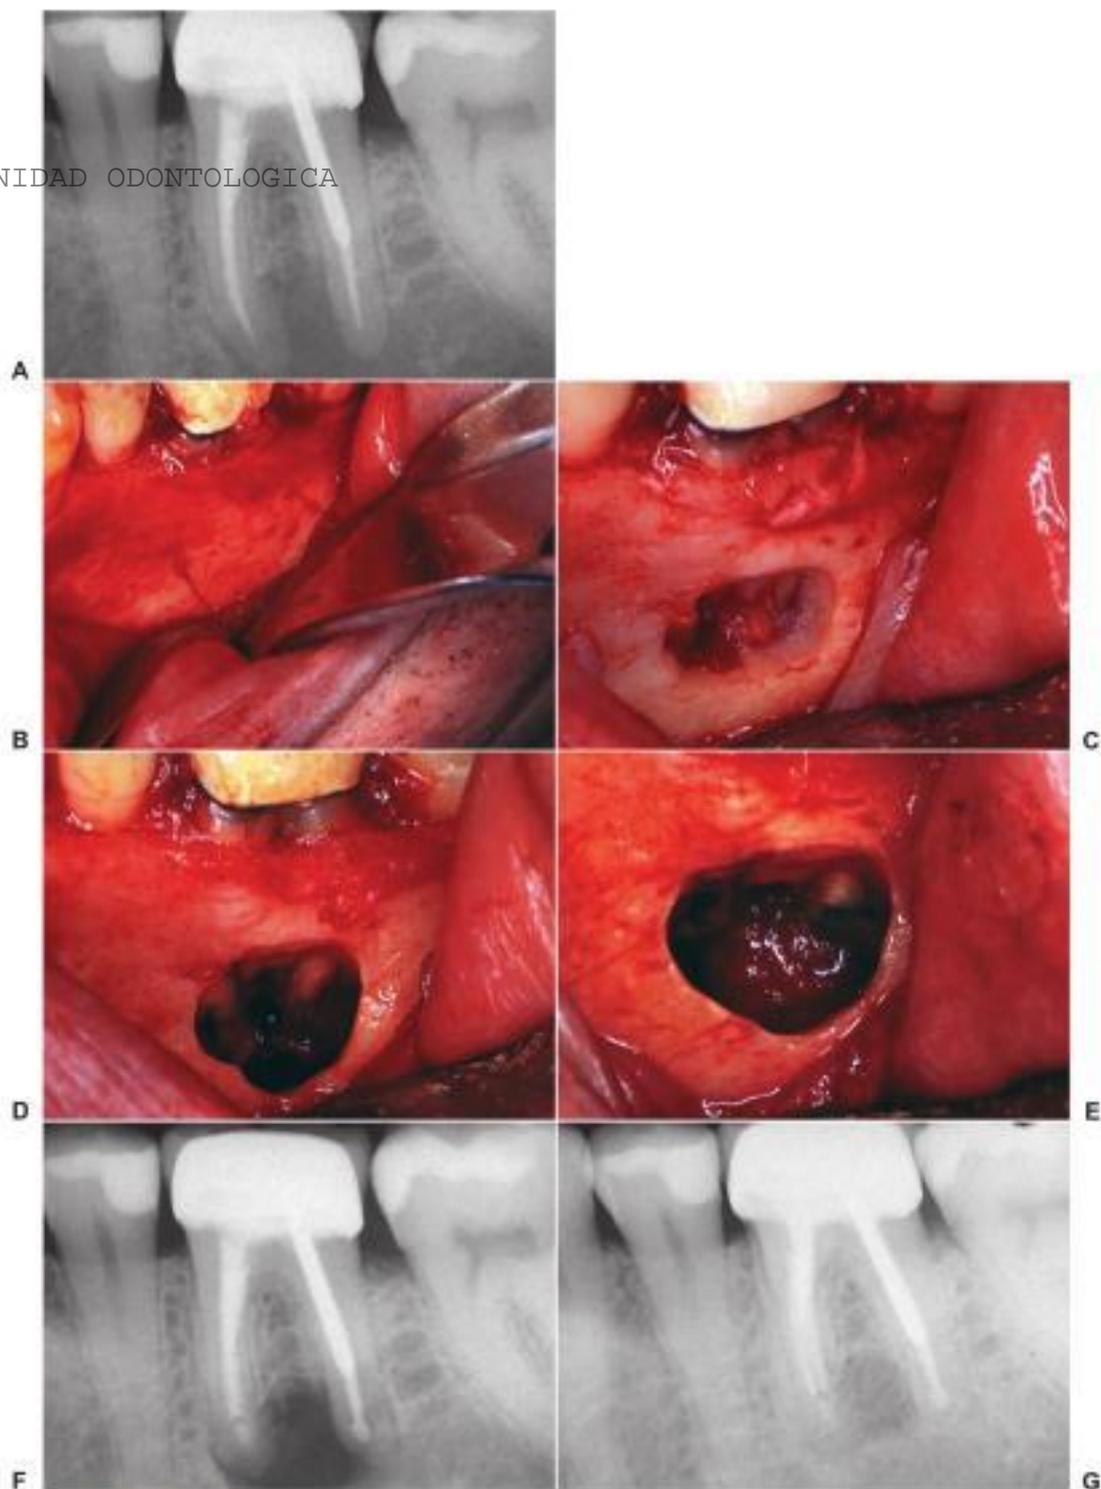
A, La radiografía preoperatoria muestra un cuadro patológico periapical que puede ser tratado con cirugía apical. B, Colgajo mucoperiostico de espesor total para exponer el borde lateral de la mandíbula. Como suele suceder, no se aprecia una perforación ósea evidente. C, Remoción cuidadosa del hueso bucal grueso para exponer la porción apical. D, Exposición del tercio apical después de la resección radicular. E, Se practica la resección de las dos raíces y se coloca un sellado de agregado trióxido mineral después de la preparación ultrasónica. F, Radiografía tomada inmediatamente después de la intervención con el sellado de agregado trióxido mineral visible. G, Cinco meses después de la cirugía el sellado óseo es evidente.
